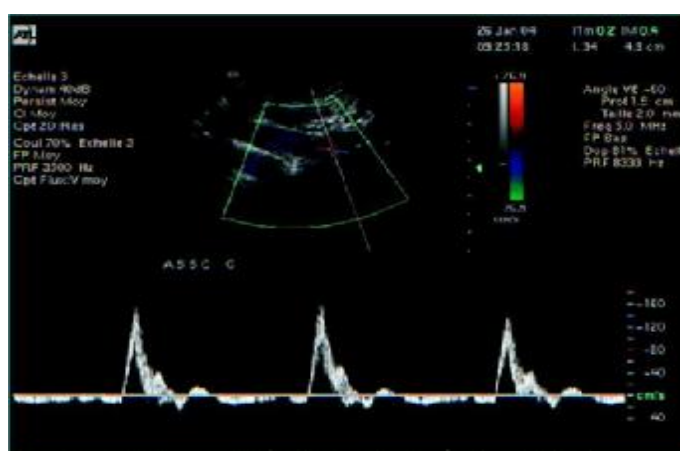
Echographie-Doppler pulsé, enregistrement du flux au niveau de l'artère sous-clavière (35)
